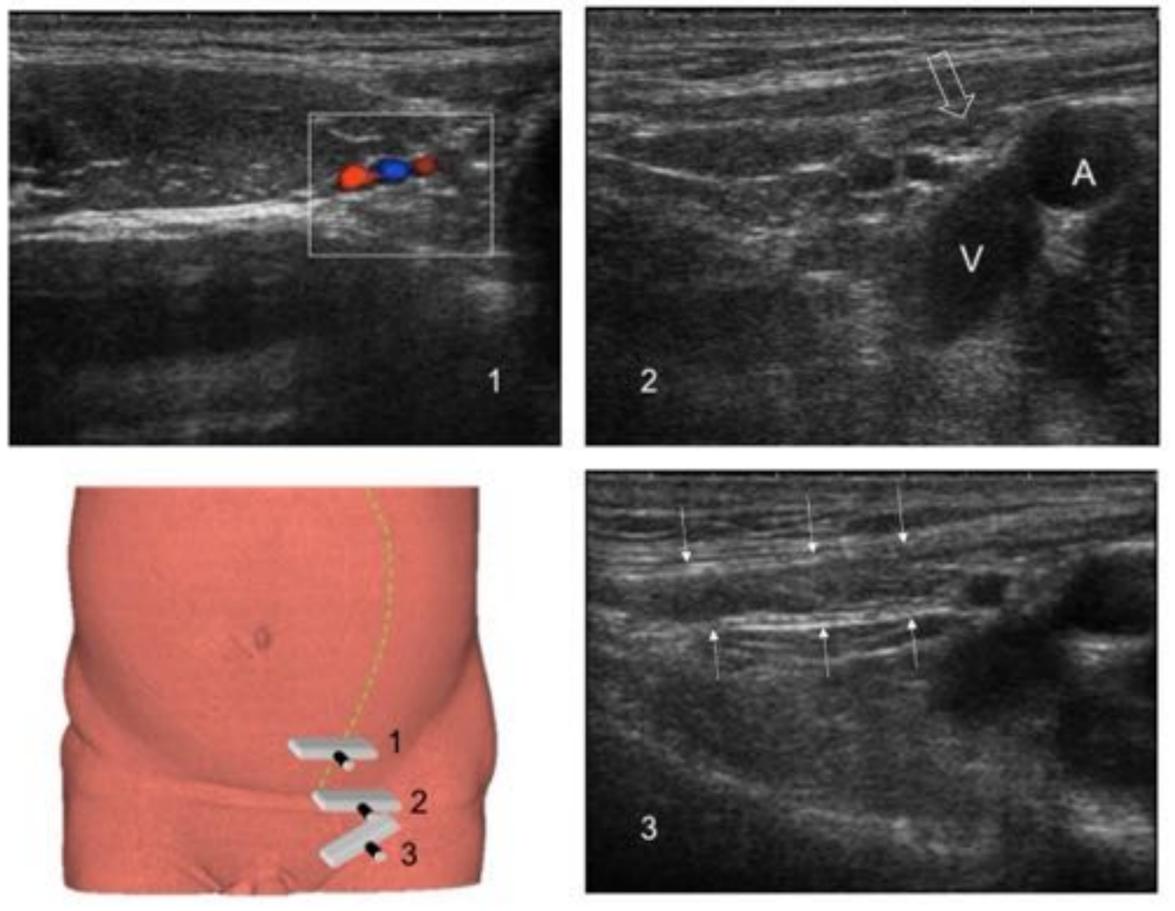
Canal inguinal izquierdo en ecografía. Corte 1: los vasos epigástricos inferiores (a esta altura dos venas y la arteria central) se localizan en un corte transversal sobre el borde lateral del músculo recto anterior (línea semilunar en verde discontinuo). Corte 2: Se siguen desplazando el transductor en sentido caudal y oblicuo hasta la confluencia con la arteria y vena iliaca externa (A y V). El anillo inguinal interno (flecha abierta), aquí ocupado por el cordón espermático, se localiza entre la arteria epigástrica inferior y la arteria iliaca externa. Corte 3: se oblicua el transductor en el sentido del eje mayor de canal inguinal (entre flechas).
